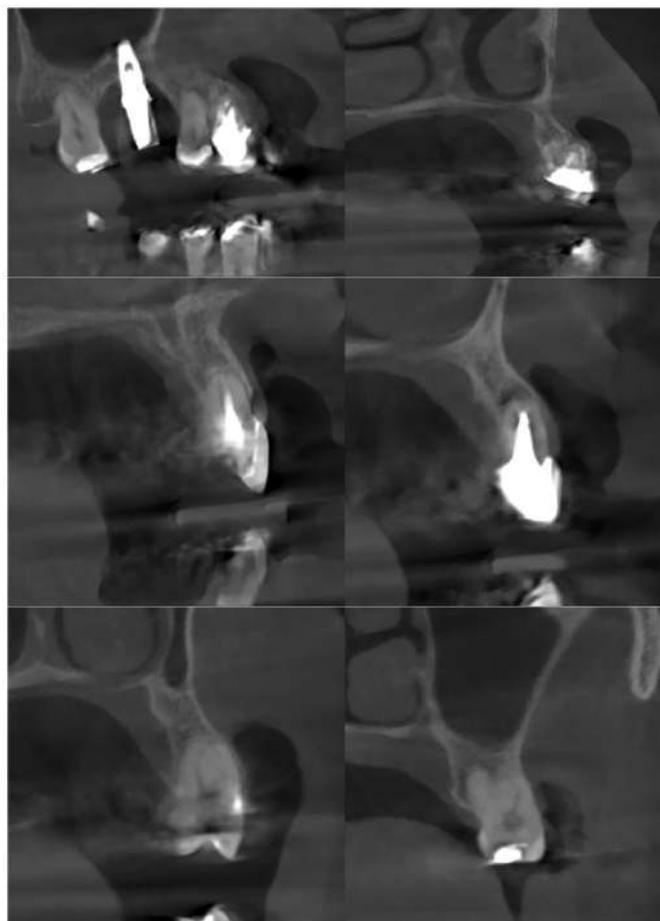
Tomografia onde nota-se grande reabsorção.
